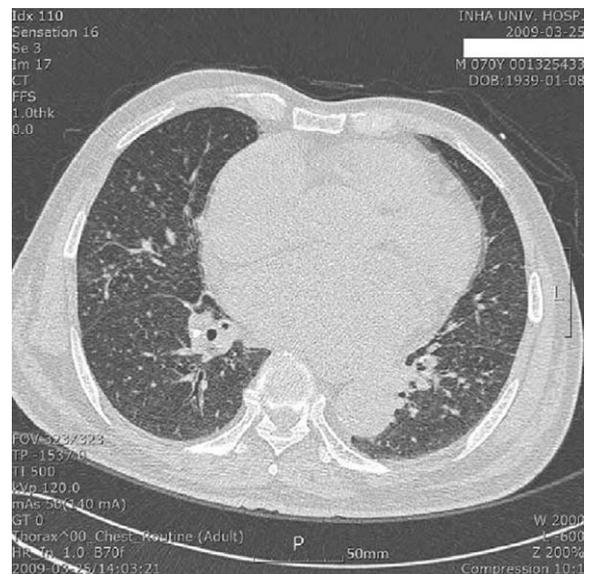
Chest CT image in a case of pneumoconiosis (male 70 years old).
